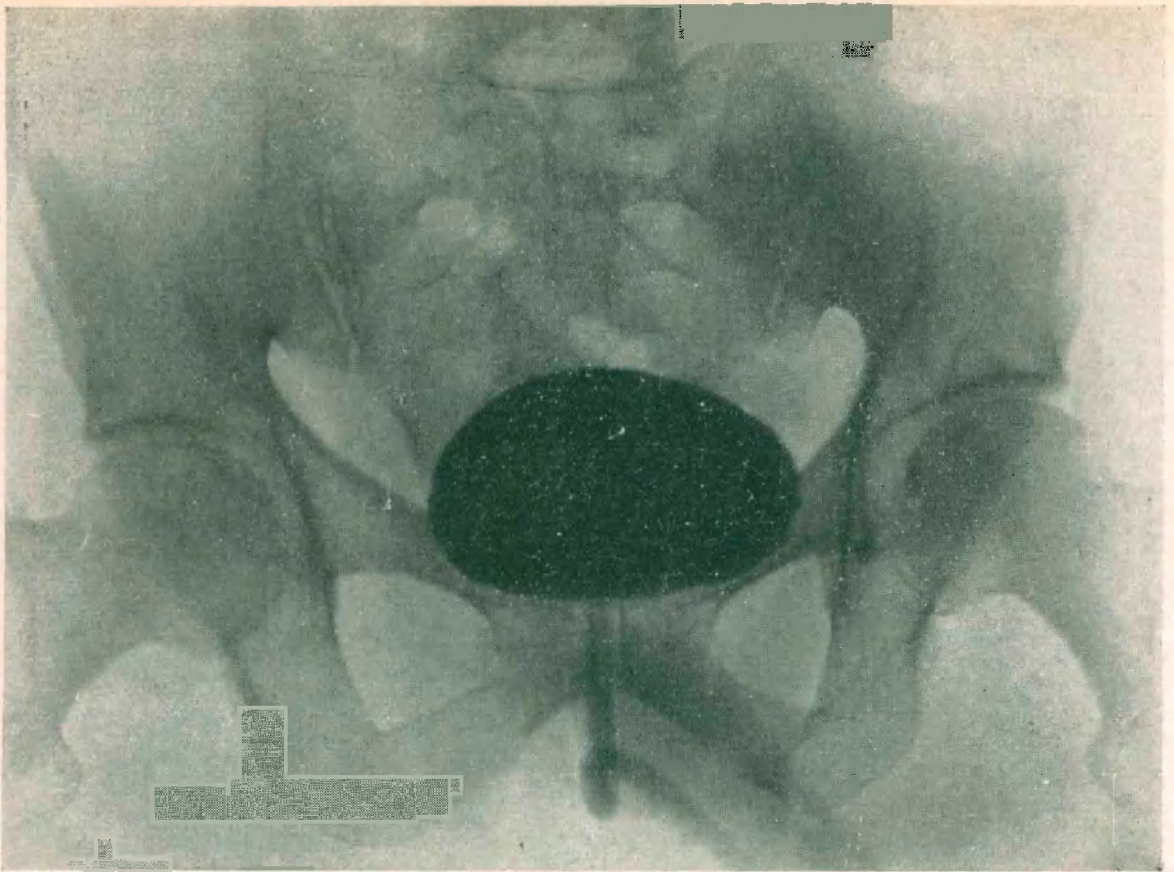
Observación IV - Radiografía No. 38626
